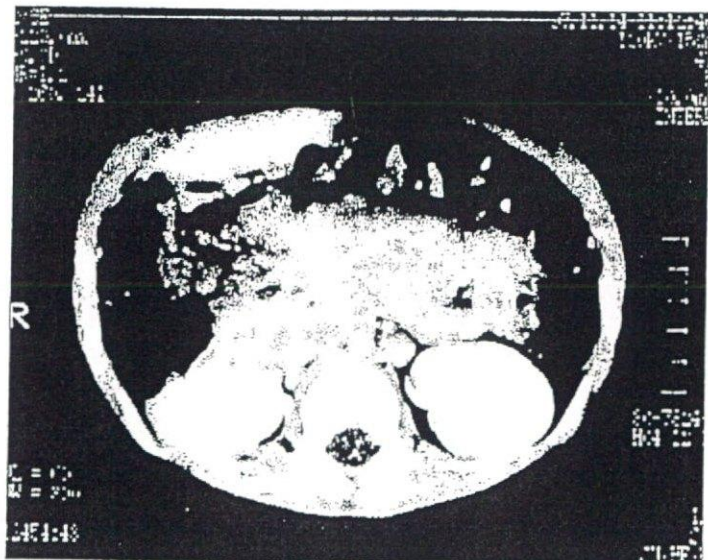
当科における PTLD の一症例(腹部 CT)
